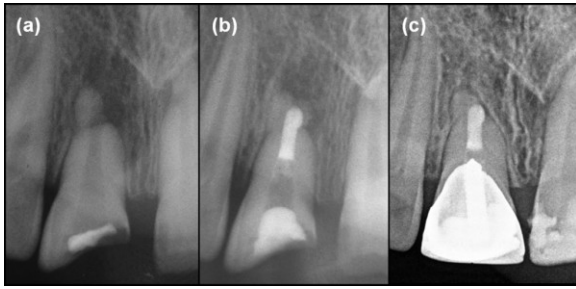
Caso no. 4. (a) Radiografía inicial de paciente femenina de 11 años de edad con antecedente de fractura coronal complicada de 2½ años en su pieza dental no. 11 (incisivo central superior derecho) con presencia de ápice inmaduro y diagnóstico periapical presuntivo de periodontitis apical crónica. (b) Radiografía final del tratamiento de apexificación mediante creación de barrera apical con MTA. Lima maestra calibre no. 110. (c) Radiografía de seguimiento a los 38 meses (3 años y 2 meses) donde es evidente la completa cicatrización de la región periapical, con ausencia total de signos y síntomas de infección.
